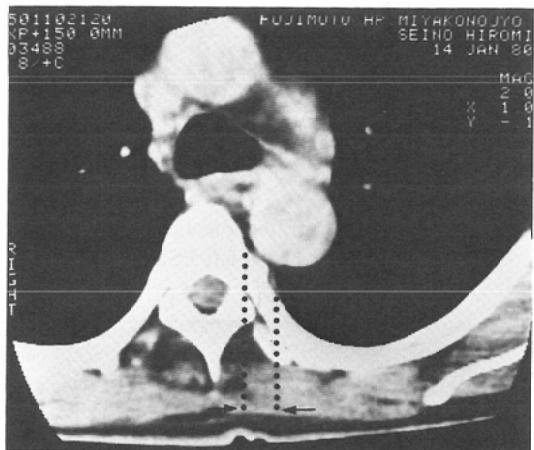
(e) CT scan at the level of normal aorta.
